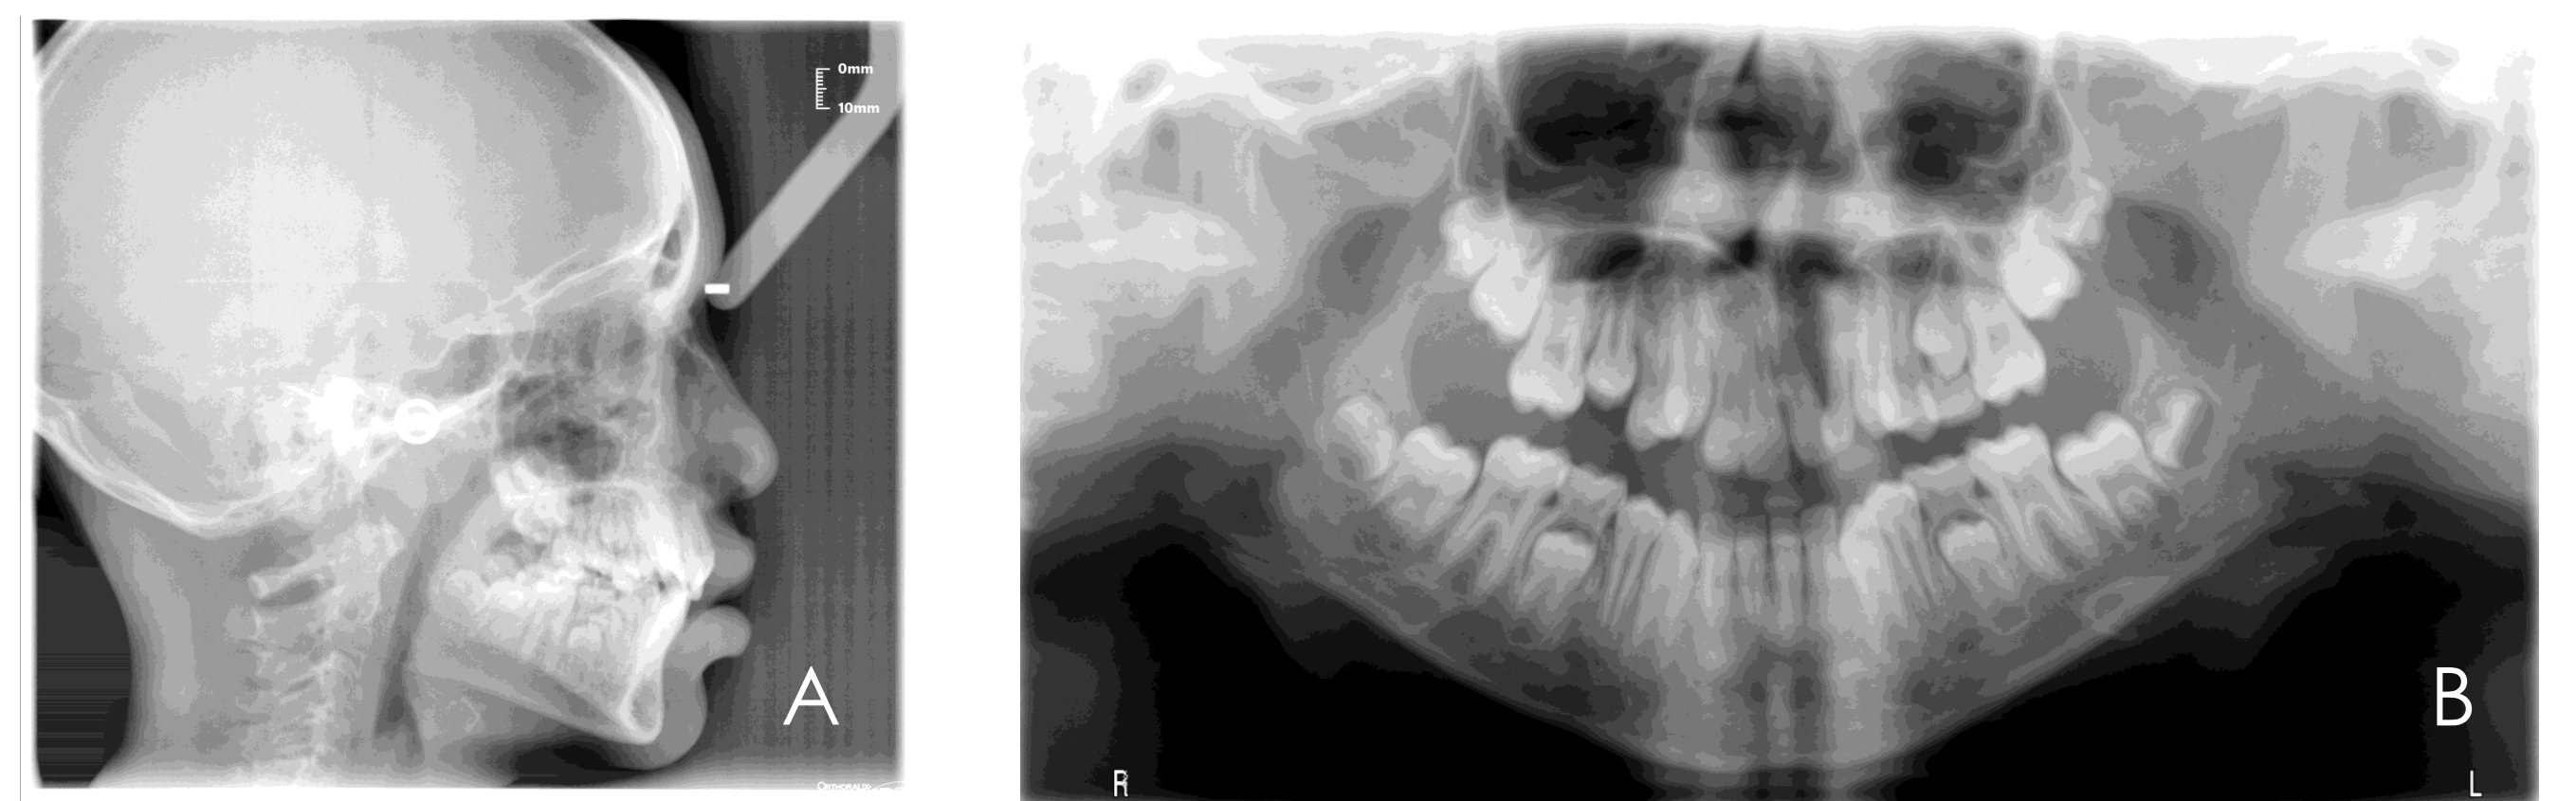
Telerradiografia (A) e ortopantomografia (B) iniciais
